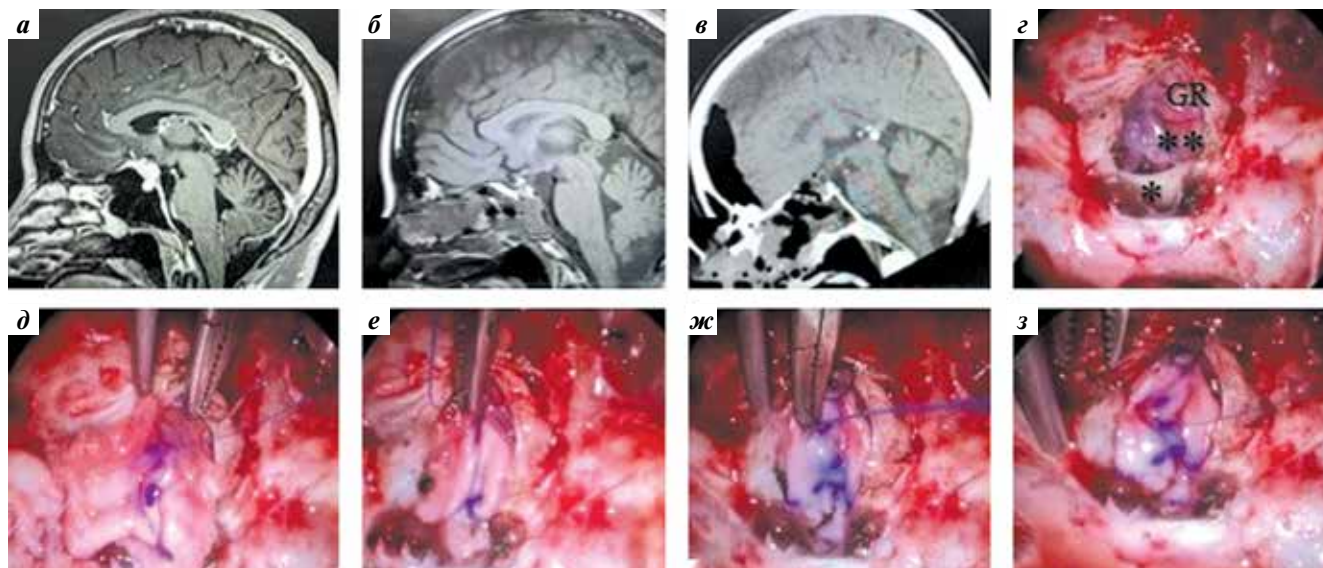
Пластика твердой мозговой оболочки (ТМО) с фасцией при расширенной трансфеноидальной хирургии со значительным дефектом на ТМО: а – предоперационная магнитно-резонансная томография (МРТ): менигиома бугорка турецкого седла; б, в – послеоперационные компьютерная томография и МРТ с контрастным усилением демонстрируют тотальное удаление менигиомы; г – после резекции образовался большой дефект ТМО, визуализируются внутричерепные структуры: передняя мозговая артерия (две звездочки), хиазма (звездочка), прямая извилина (gyrus rectus) (GR); д, е, и–л – фиксация ТМО двусторонним швом на верхнем узлу разреза ТМО (planum sphenoidale); ж, з, л–н, с–у – сшивание обеих сторон ТМО и фасции от planum sphenoidale до дна sellарной области (стрелка указывает на направление шва); р, ф – после наложения швов на поверхность ТМО помещают еще один жировой трансплантат и фиксируют с помощью LactoSorb или септальной кости
